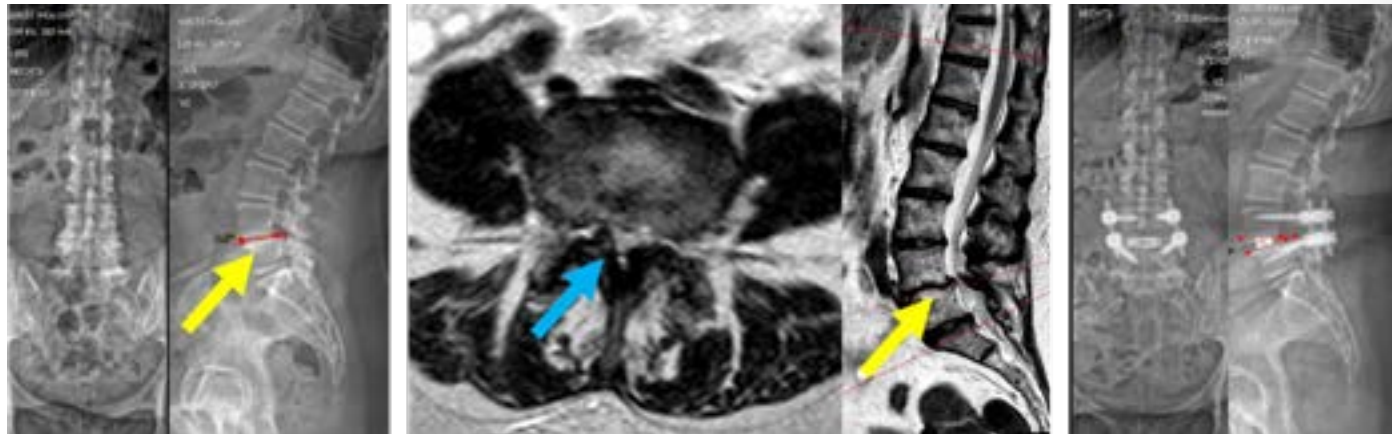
Fall 2: Deutliche Osteochondrose und verschleißbedingte Spondylolisthesis (gelbe Pfeile). Die MRT objektiviert im Segment eine hochgradige Spinalkanalstenose (blauer Pfeil). Rechts: Postoperative Situation nach Spondylothese (Versteifung) in der korrigierten Position
